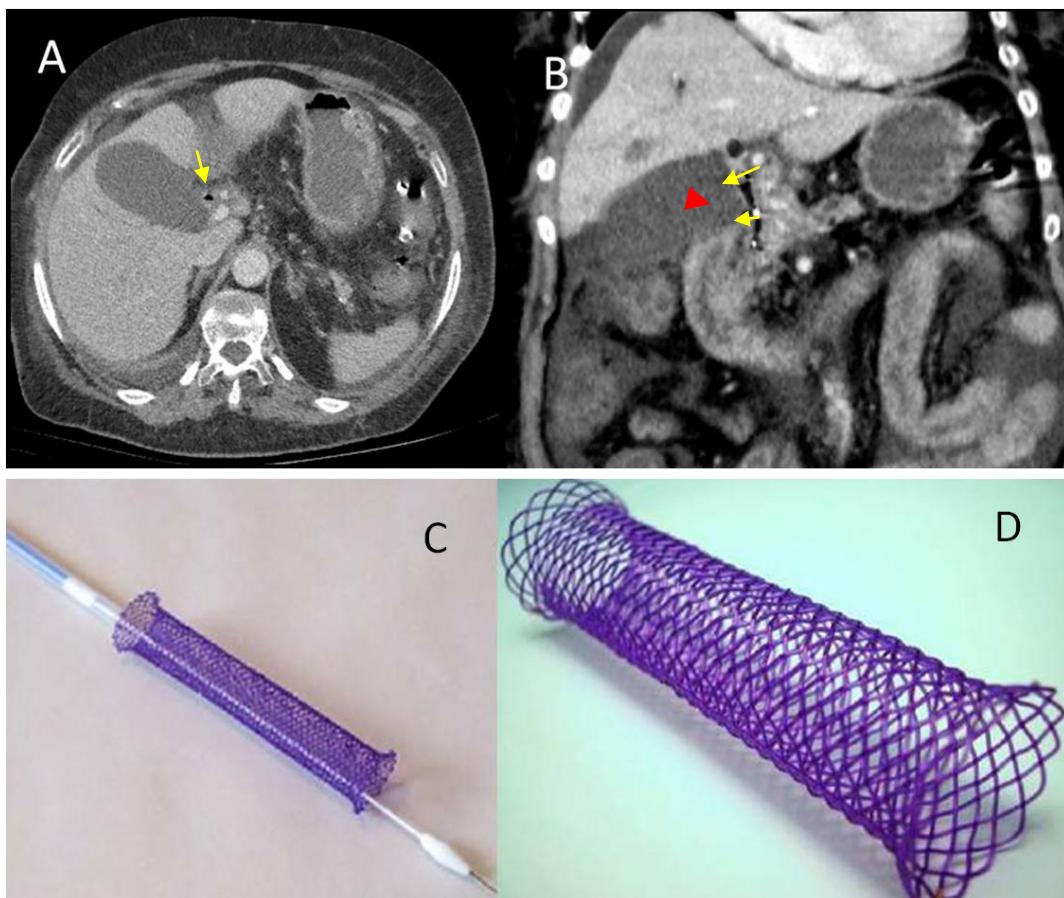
TC de abdomen del paciente número 10 a los 203 días de seguimiento. Se aprecia la prótesis permeable (marcas metálicas) (punta de flecha roja) en B y contenido aéreo (aerobilia) (flechas amarillas). C. Se puede observar una prótesis absorbible construida en polidioxonona sobre el sistema liberador. D. Prótesis expandida del mismo material
